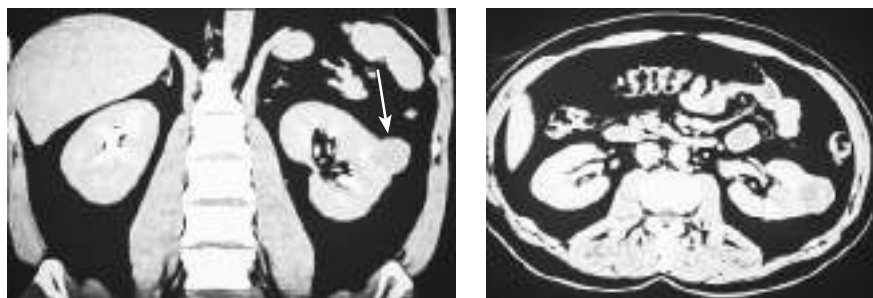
Компьютерная томограмма почек. Горизонтальный срез. Опухоль левой почки, 35×34×35 мм (указана стрелкой). Диагноз: светлоклеточный почечно-клеточный рак, G2
